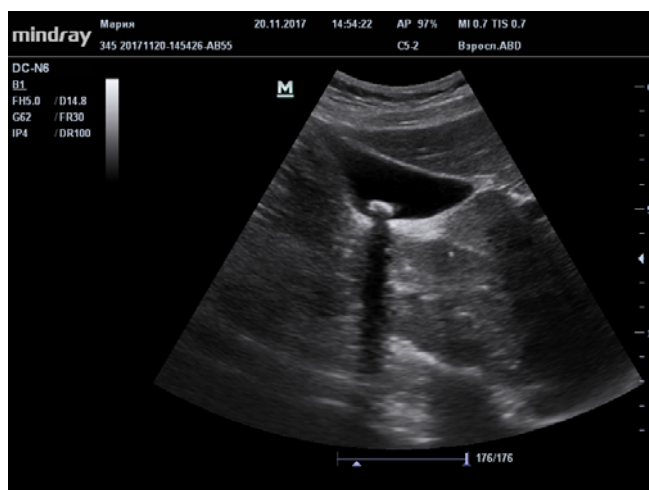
Пациентка М., 62 года. На УЗИ – одиночный конкремент тела желчного пузыря
